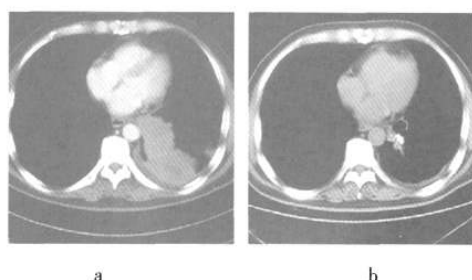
^{125}I 粒子植入治疗前后肺癌患者 CT 图像 患者男性, 76 岁, a 为粒子植入治疗前, b 为粒子植入治疗后, 术后病灶部分缓解。
